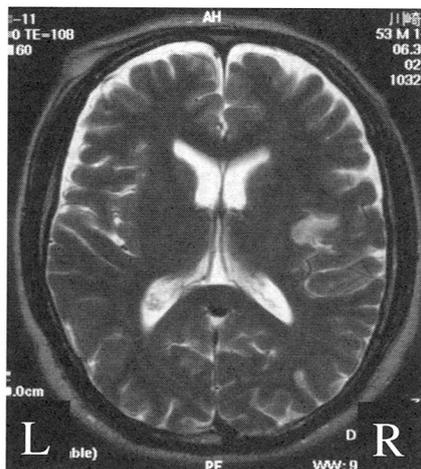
頭部MRI症例2 (平成15年6月30日)
